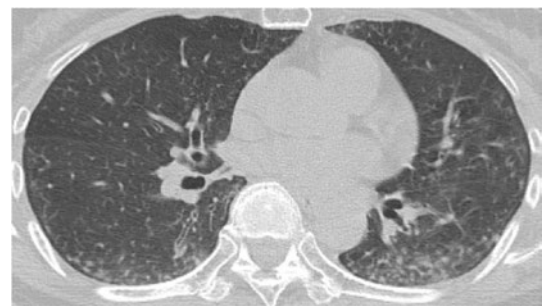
初診時の胸部単純 CT。両側肺の背側優位に小葉中心性粒状影を認める。肺野末梢の胸膜直下の一部に浸潤影も認めた。有意な縦隔肺門リンパ節腫大や胸水は認められなかった。
